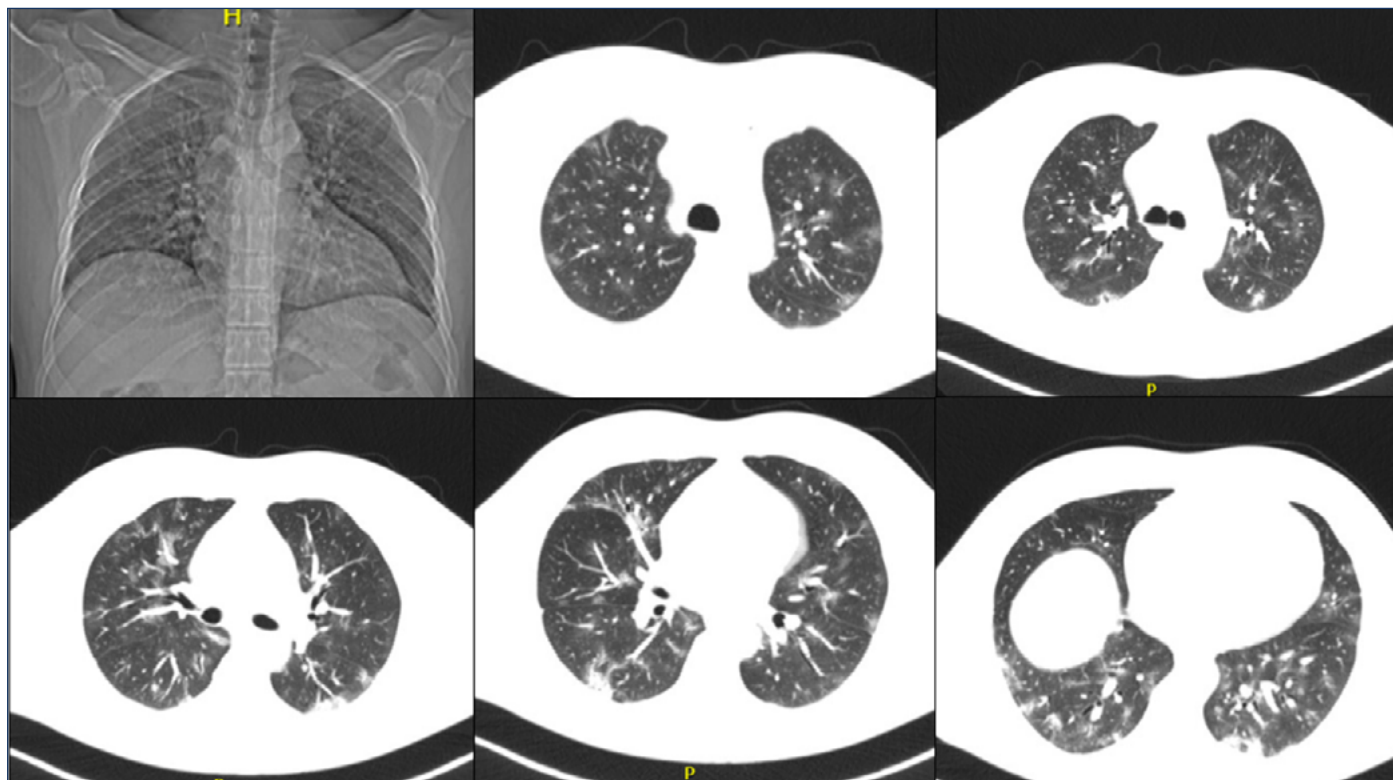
Tomografia do caso 1 realizada na fase aguda da COVID-19.
